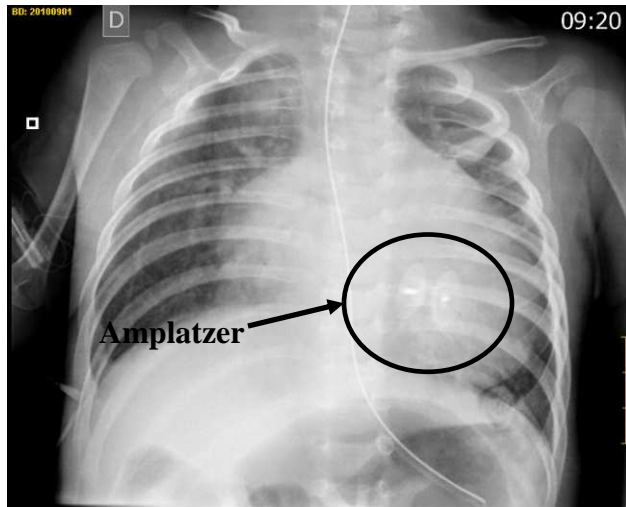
Radiografia i ecocardiografia d'un amplatzer
